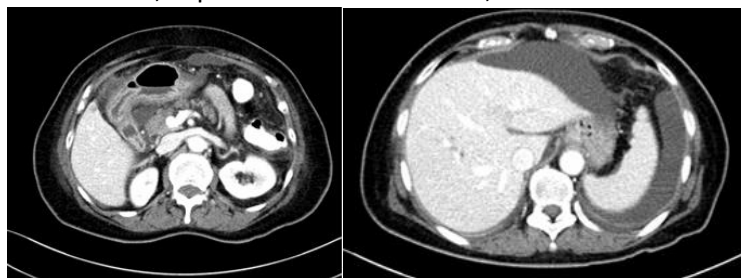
Imágenes de TAC urgente con colecciones intraabdominales
